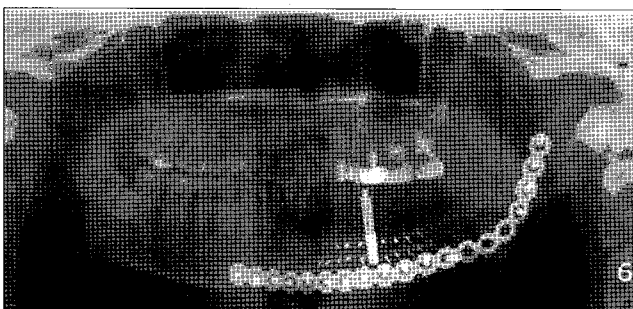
Panoramic radiograph before and after device activation.
